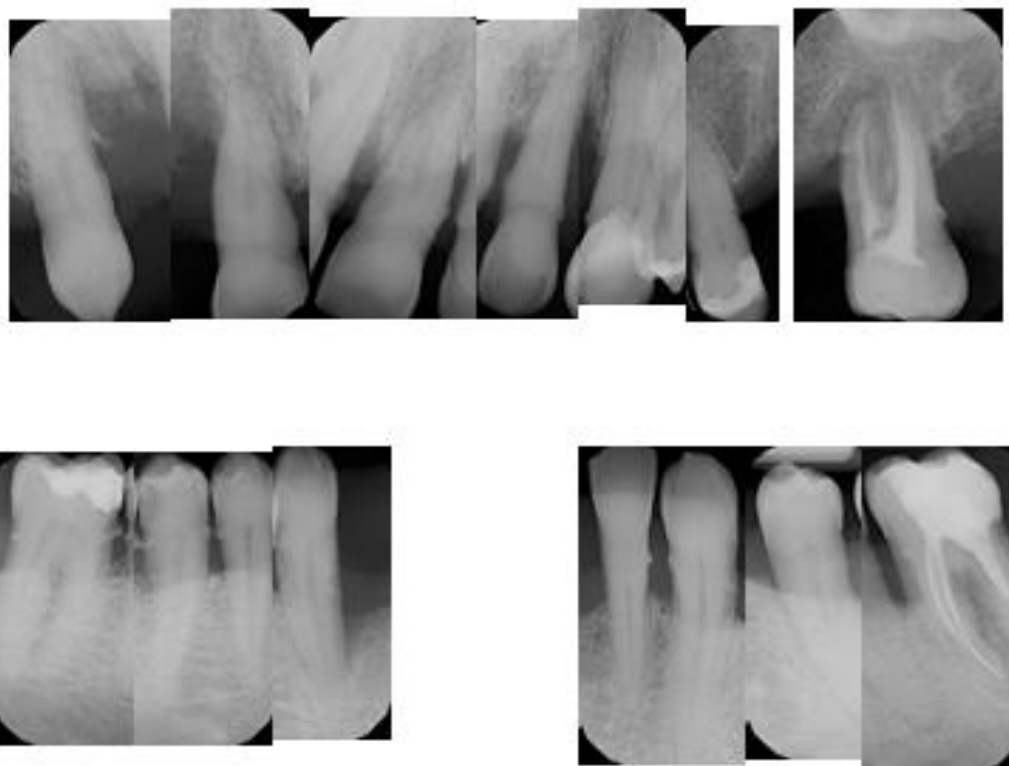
Serie periapical.
